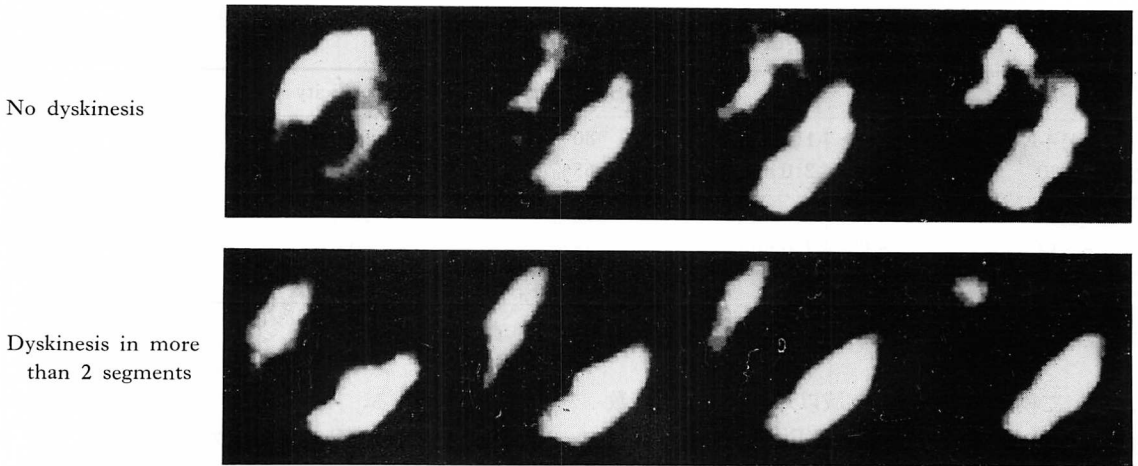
Comparison of SPECT images in anterior myocardial infarction cases with (lower) and without (upper) dyskinesia.
